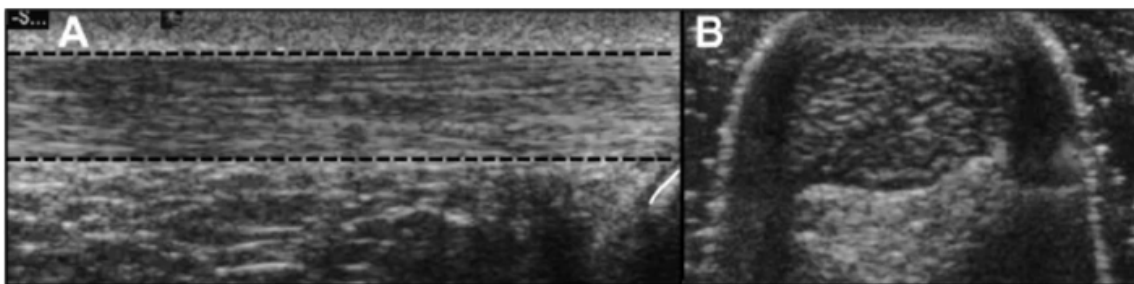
Ecografía de parte blanda en la cara posterior de la pierna. TA normal, sin alteraciones. Imagen obtenida de: <https://www.researchgate.net>
